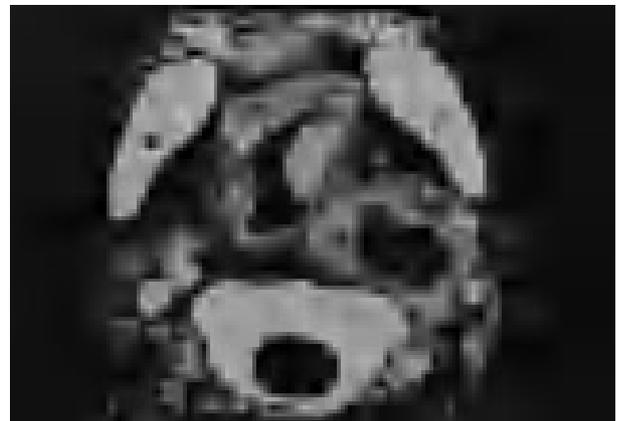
Imagen de TAC, donde apreciamos la parte inferior del absceso, con reacción inflamatoria periférica, y cierta protusión sobre la lateral pared faríngea.
